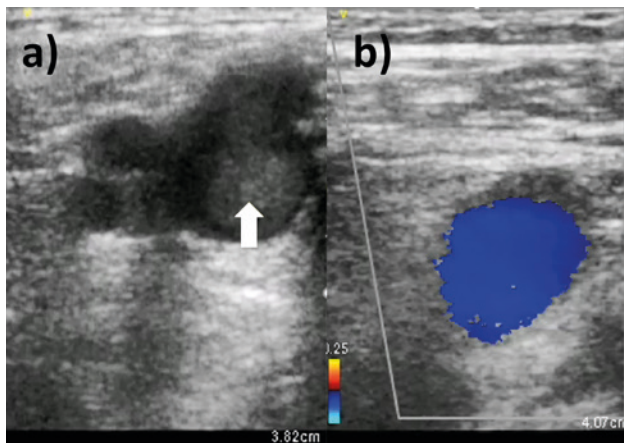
Kompresní ultrasonografie v oblasti v. poplitea.
